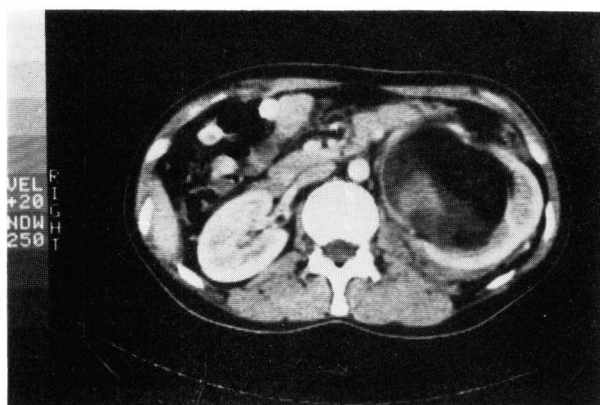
CT scan disclosing a large mass containing a fatty density in the left kidney
